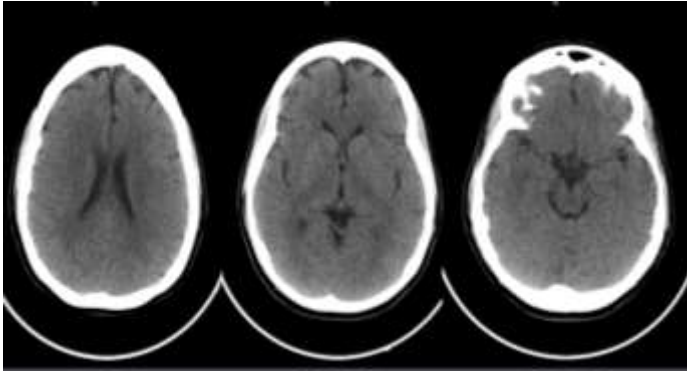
TAC cerebral realizado de urgencia sin evidencia de patología aguda intracraneal
